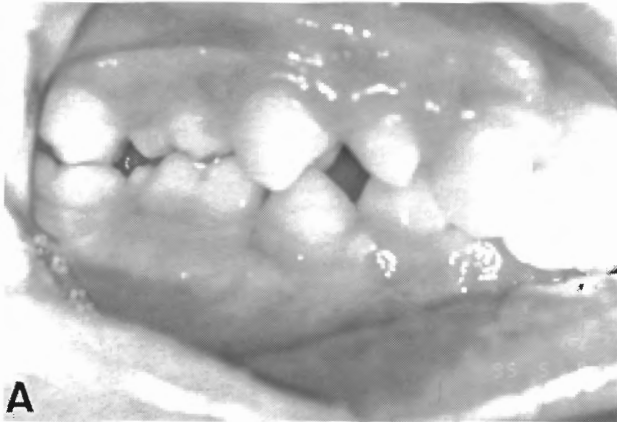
Aspecto clínico y ortopantomografía de un paciente varón de 11 años de edad, que presenta un 55 en infraoclusión. A pesar de estar por debajo del nivel oclusal de los dientes adyacentes, el 55 está en oclusión con el 85, que está próximo a su exfoliación. El 25 tiene una dirección de erupción atípica.
